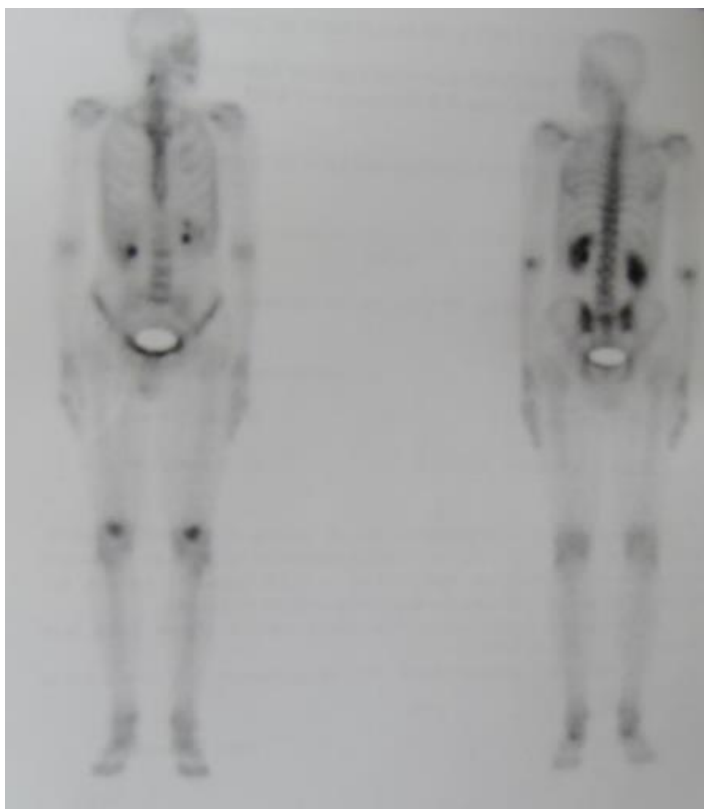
Сцинтиграфия костей тела.
